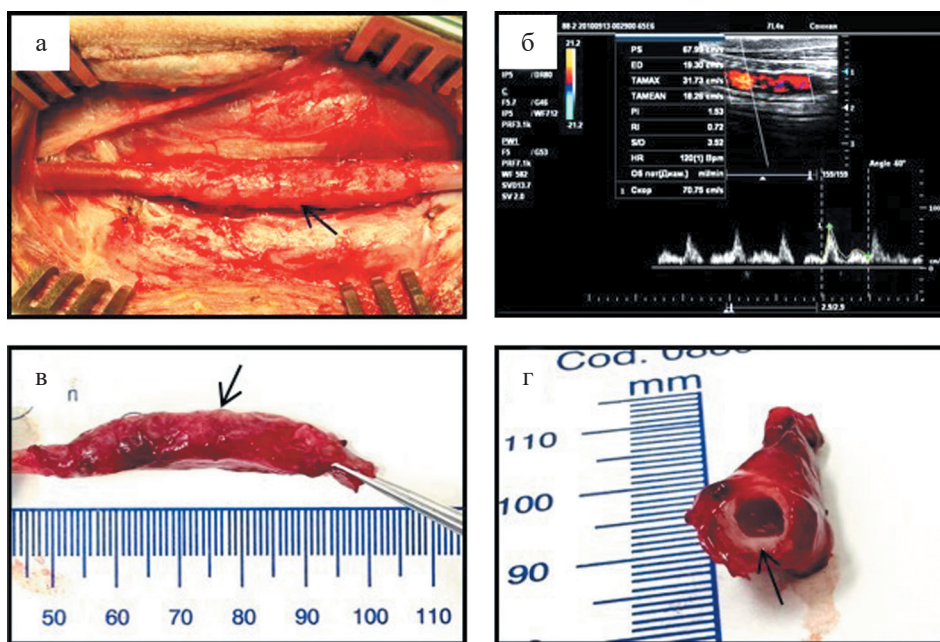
БП-матрикс: а – вид на БП-матрикс через 6 месяцев имплантации в сонную артерию овцы; б – УЗИ сонной артерии спустя 6 месяцев после имплантации БП-матрикса; в – эксплантированный участок сонной артерии с имплантированным БП-матриksom; г – поперечный срез сонной артерии с имплантированным БП-матриksom
